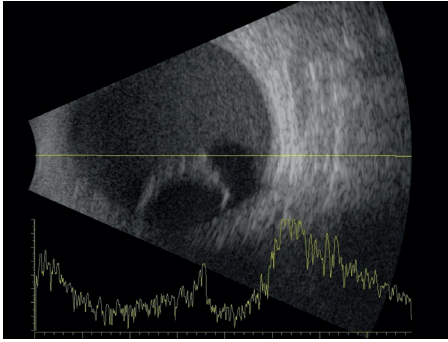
Matür kataraktı olan hastada ultrasonografide kitle görünümü veren kristalin lense ait görünüm
